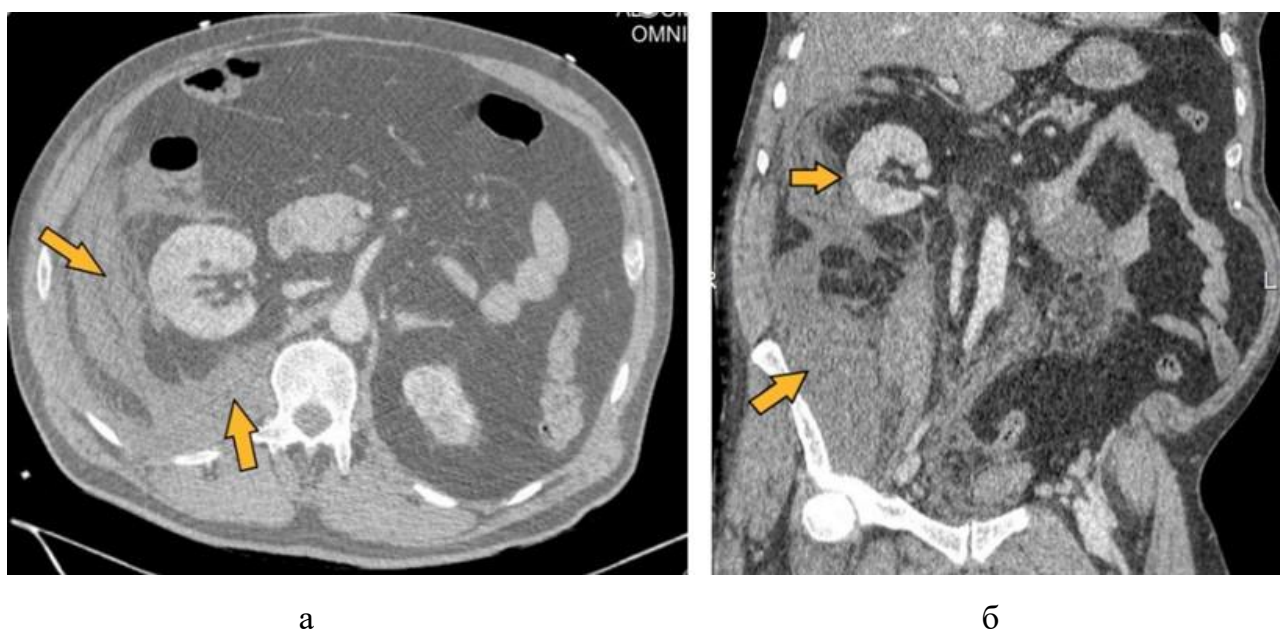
Компьютерные томограммы пациента Т., 67 лет, с внутривенным контрастным усилением (а, б) брюшной полости и забрюшинного пространства (мультипланарные реконструкции) в день поступления. Определяются разрыв паренхимы правой почки и массивная гематома забрюшинного пространства справа (*оранжевые стрелки*)
